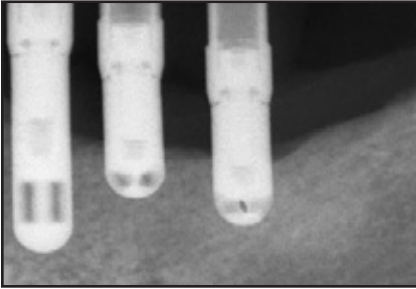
(rechts) Das Röntgenbild zeigt 9 Jahre nach der Belastung ein stabiles marginales Knochenniveau.
